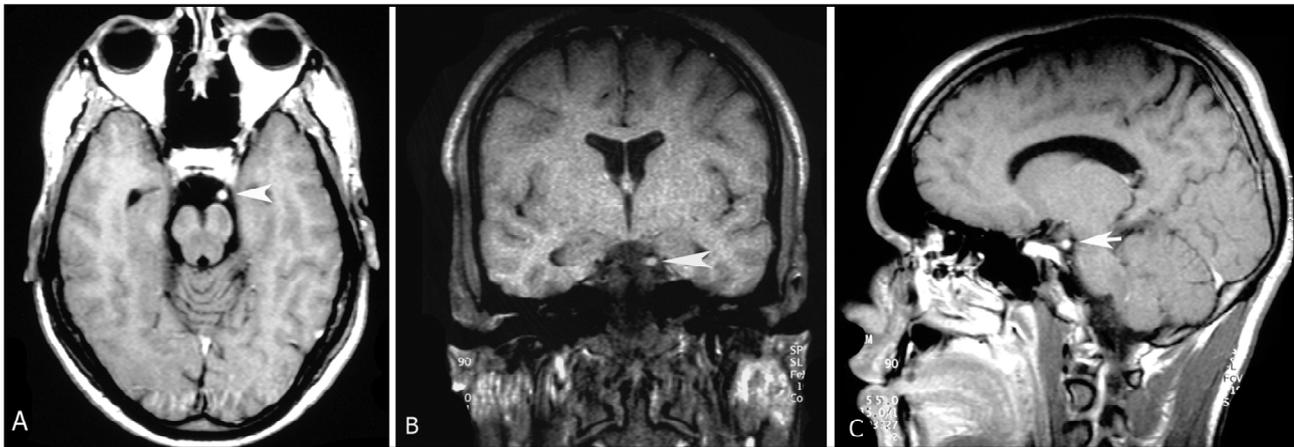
As imagens por RM mostram hipersinal e aumento de volume do nervo oculomotor esquerdo na sua porção intracisternal (setas). a) Imagem Axial ponderada em T1 (TR 570ms TE 15 ms) após a infusão venosa do agente paramagnético (gadolínio-DTPA). b) Imagem Coronal ponderada em T1 após infusão venosa do gadolínio-DTPA. c) Imagem Sagital ponderada em T1 realçada com gadolínio-DTPA.
